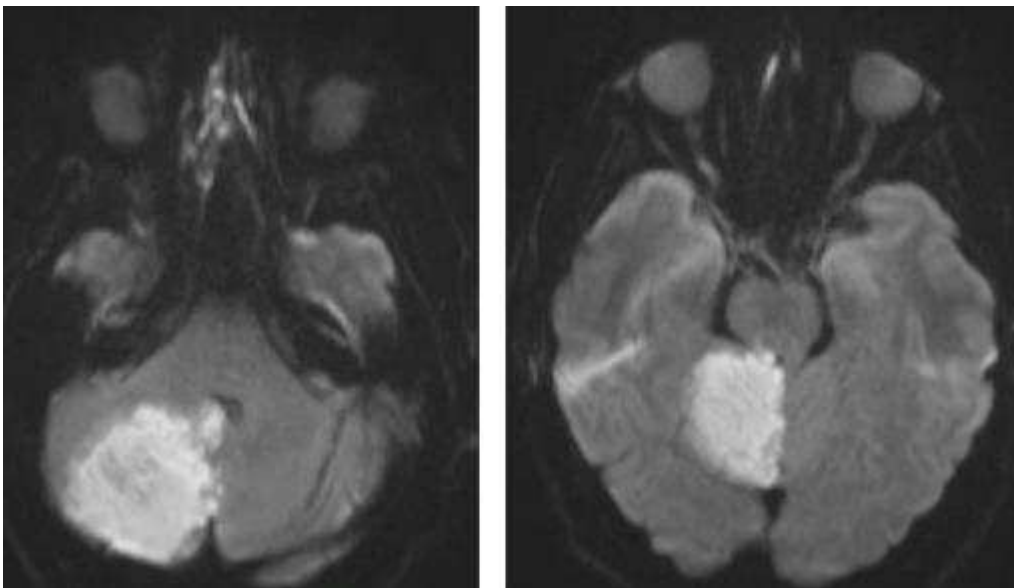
IRM T2 FLAIR : AVC ischémique cérébelleux droit.
